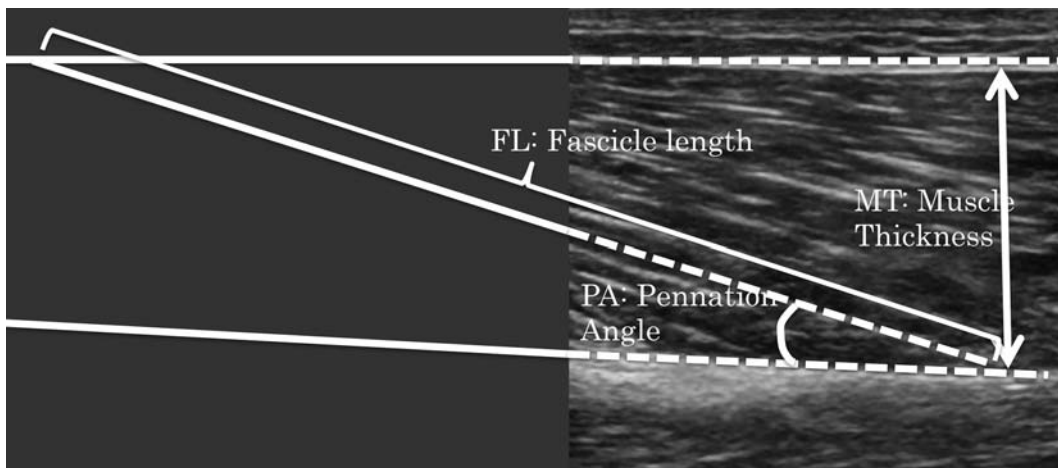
超音波エコー画像による BFlh 筋線維束長測定
